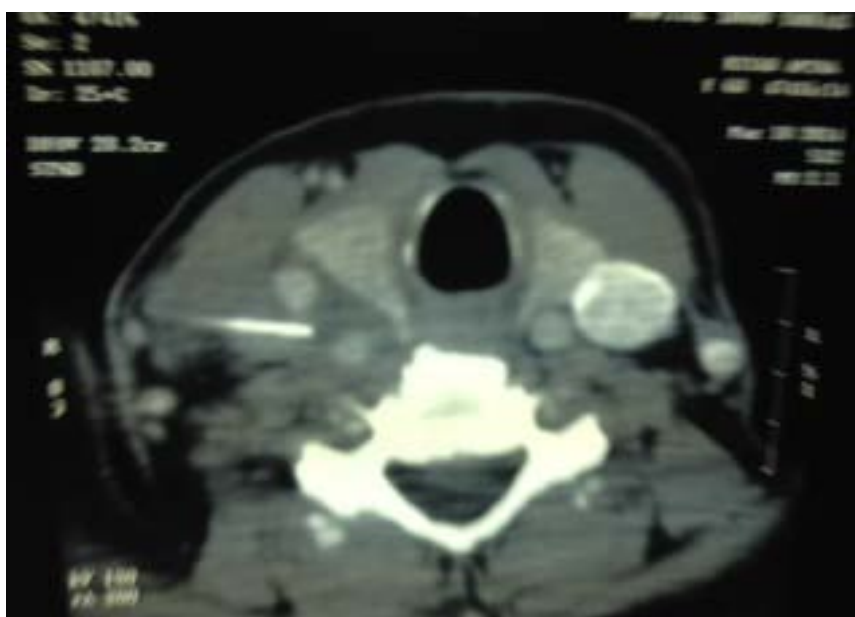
TDM en coupe axiale, montrant un corps étranger de l'hypopharynx ayant migré vers les parties molles à travers la veine jugulaire interne.
